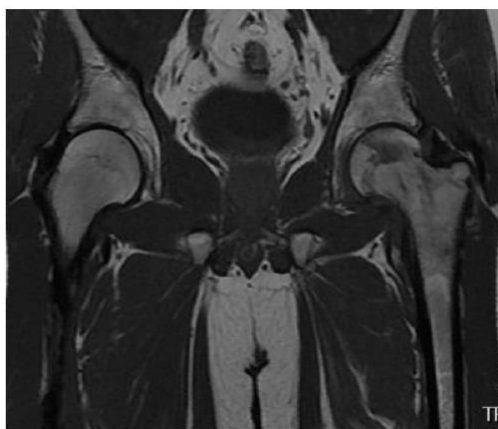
Pelvis de resonancia magnética coronal: secuencia T1.
